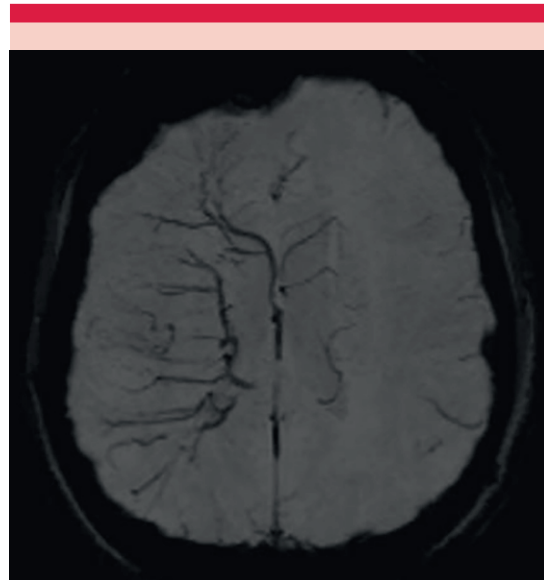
Resonancia magnética en secuencia SWI que muestra múltiples trayectos venosos ectásicos en el hemisferio derecho.
